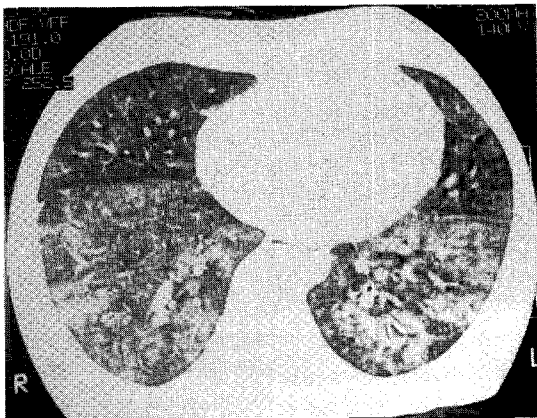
Supine high resolution chest tomograph on admission shows ill-defined patchy ground-glass opacities and mild fibrosis.
